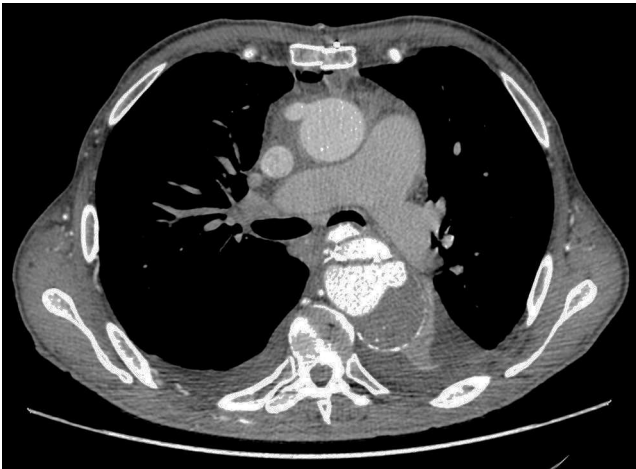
Dissecção crónica da aorta tipo B (angio-TC).
